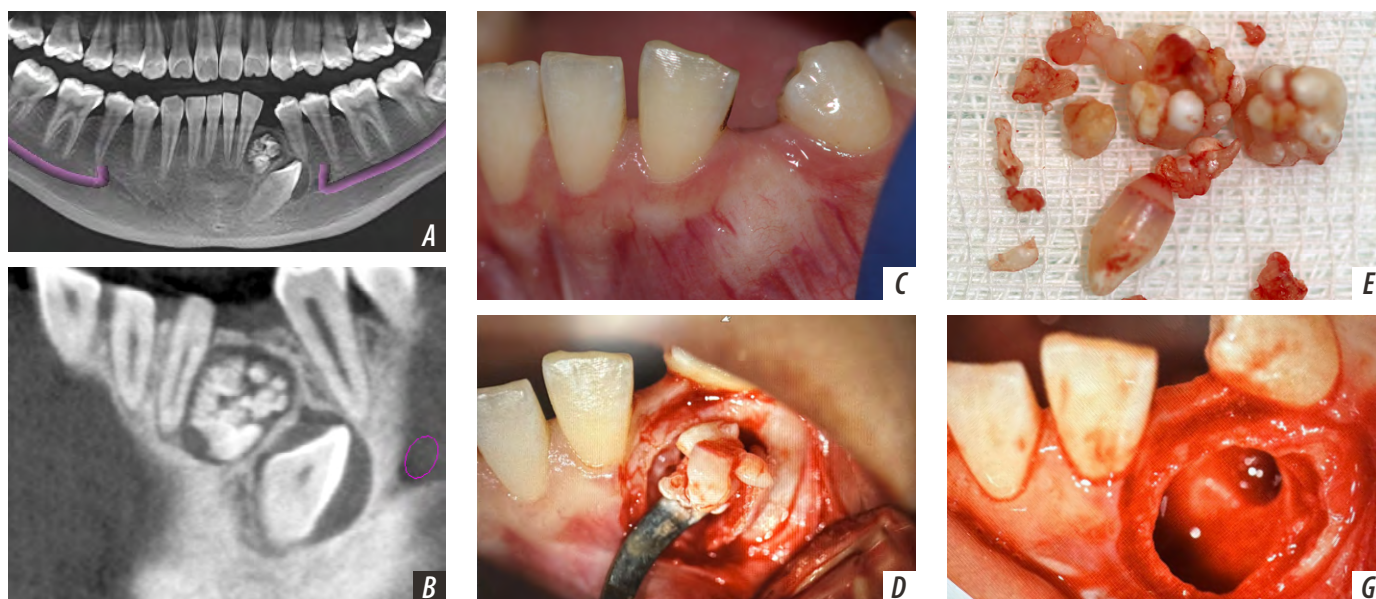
Пациент М., 14 лет: КТ переднего отдела нижней челюсти, вид спереди (А) и сбоку (В); область зуба 3.3 в полости рта (С); удаление одонтомы (D); удаленные одонтома и зуб (E); альвеолярная кость после извлечения одонтомы (G)
